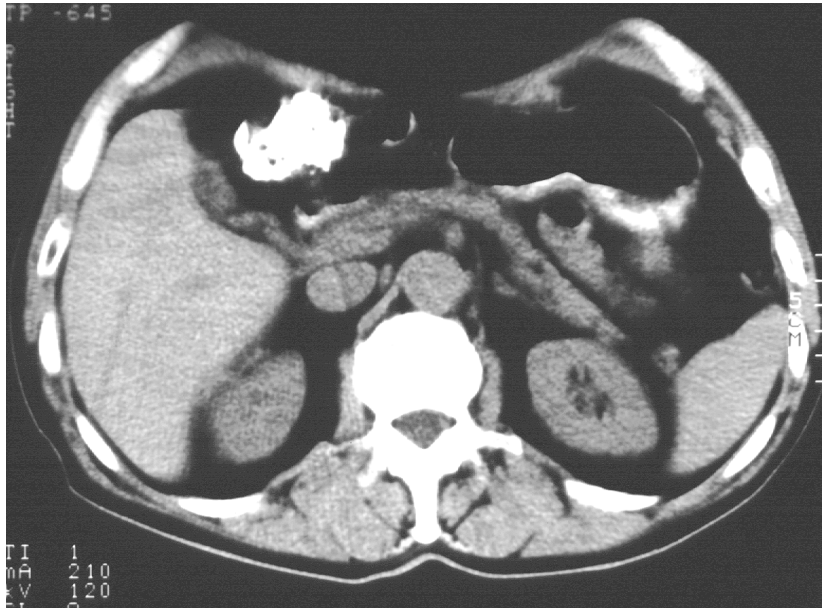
natives Kontroll-CT 6 Wochen nach letzter TACE eines Patienten (81 Jahre) mit HCC: erhaltene Embolisateinlagerung im Bereich des verkleinerten Tumors
